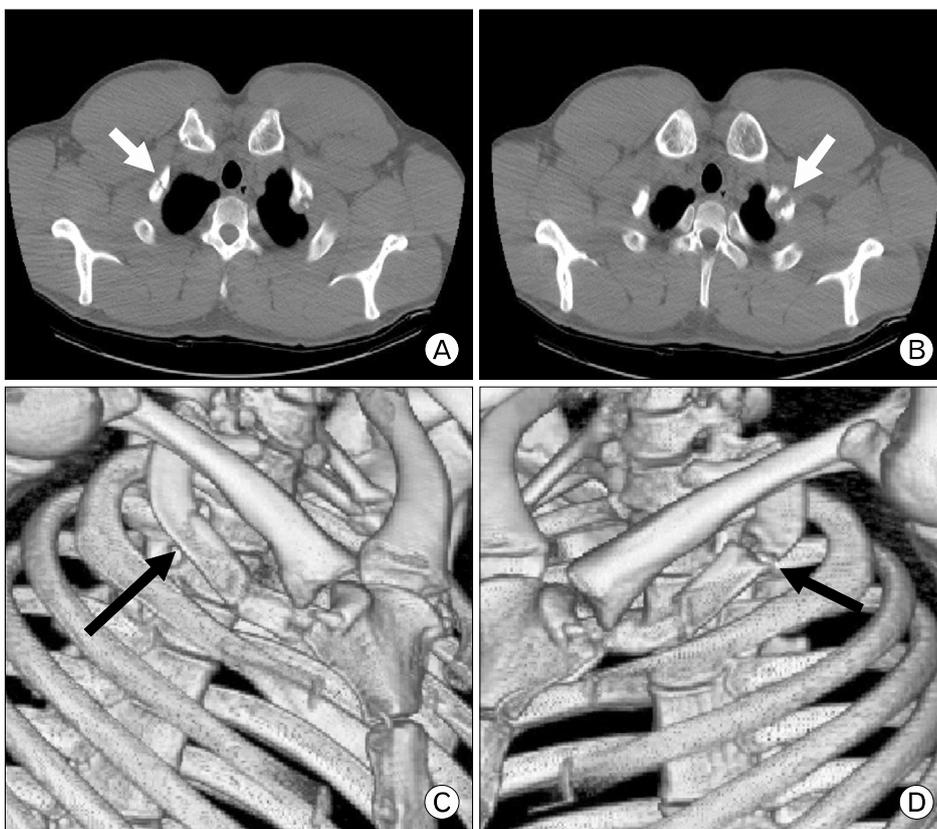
(A) Right first rib stress fracture (white arrow) in axial image of computed tomography (CT) scan. (B) Left first rib fracture with nonunion. Note the fracture gap with hypertrophy of fracture margin (white arrow). Three-dimensional reconstructed CT image of (C) right and (D) left side (black arrows).
